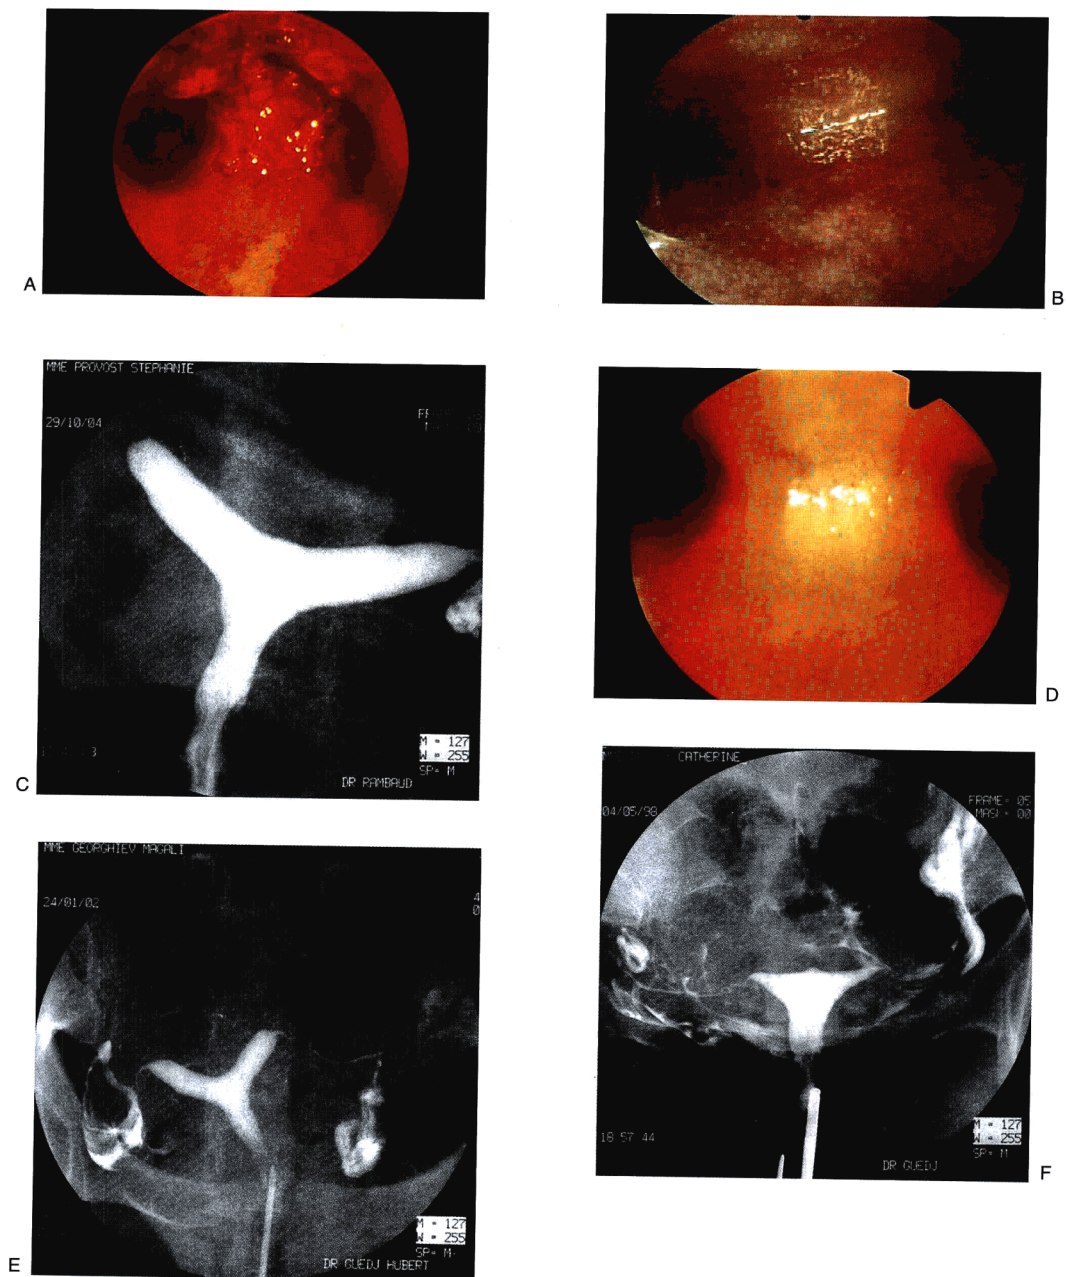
(A)宫腔镜检查显示存在中隔。但是,从该图上很难推断出子宫内腔的整体结构。(B)从宫颈内口处观察到的一个宽的子宫中隔。(C)子宫X线片提示双角子宫。腹腔镜检查未看到双角子宫存在的证据。(D)具有宽隔的不全中隔子宫。(E)子宫X线片影像又呈现为一单宫颈双角子宫。(F)宫腔镜子宫成形术后3~4个月的子宫X线片。
